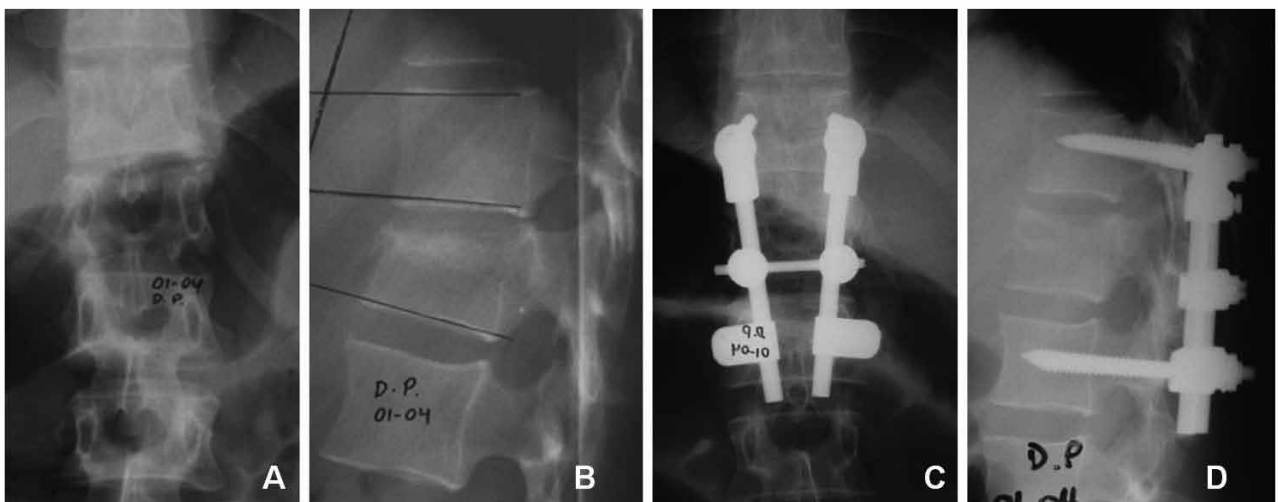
Mujer de 29 años que ingresa por caída del caballo. Frankel E. Fractura por estallido A3.1, según la clasificación AO. A y B. Radiografías que muestran 18° de cifosis de Cobb y 18° de Garden. C y D. Corrección a 4° y 0° en el posoperatorio inmediato, respectivamente. La paciente evolucionó con un resultado funcional excelente y el mismo nivel de actividades físicas previo, con un seguimiento promedio de 48 meses.
